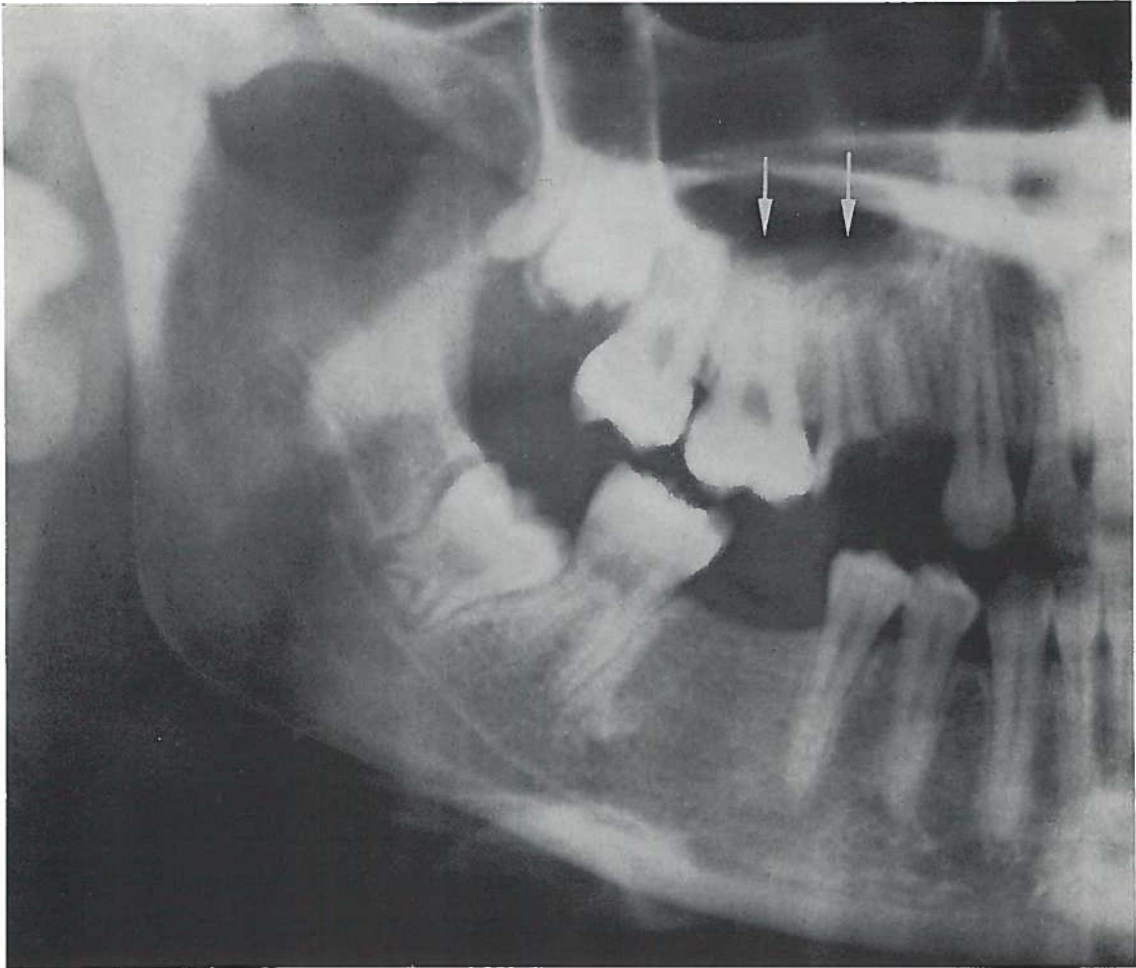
Verdikt slijmvlies op de bodem van de sinus maxillaris uitgaande van periapicale ontstekingen aan de P₁ en de P₂ s.s. zoals zichtbaar kan worden gemaakt door middel van een orthopantomogram (Pk. 68/689).
